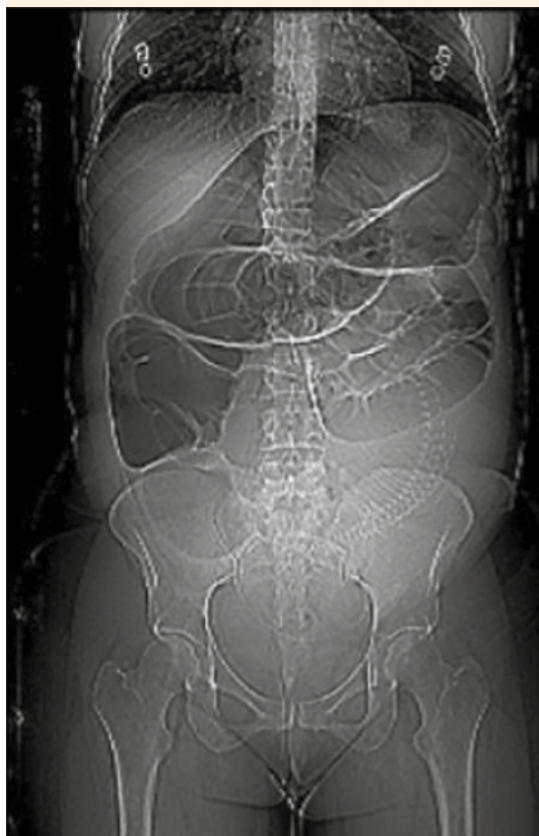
Radiografía de abdomen. Distensión marcada del colon y ausencia de aire en la ampolla rectal.
